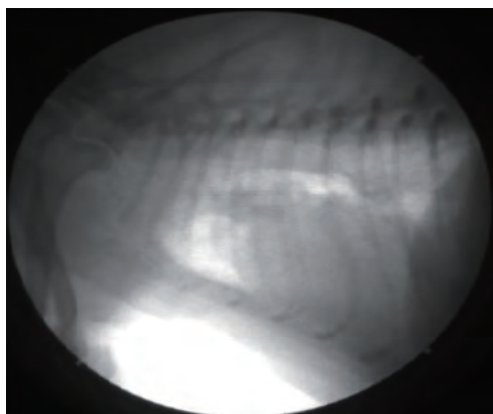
症例9の初診時胸部X線透視検査所見。安静呼気時。胸腔内気道が拡張した
